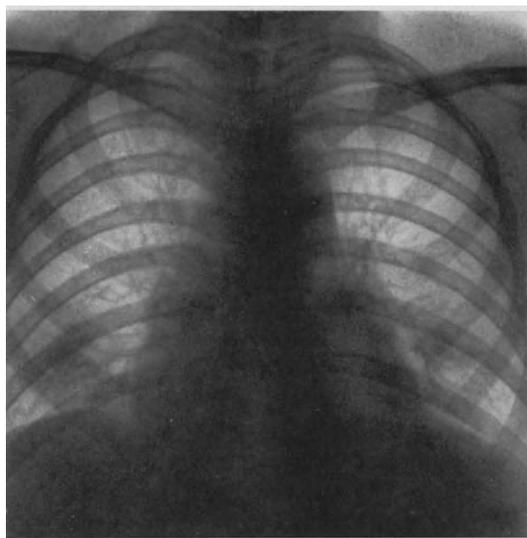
Röntgenaufnahme desselben Falles nach 10-tägiger Behandlung mit insgesamt 12 mg Betaxin: Weitgehende Rückbildung der Herzverbreiterung, Herzform gleicht der der Abb. 3a.
